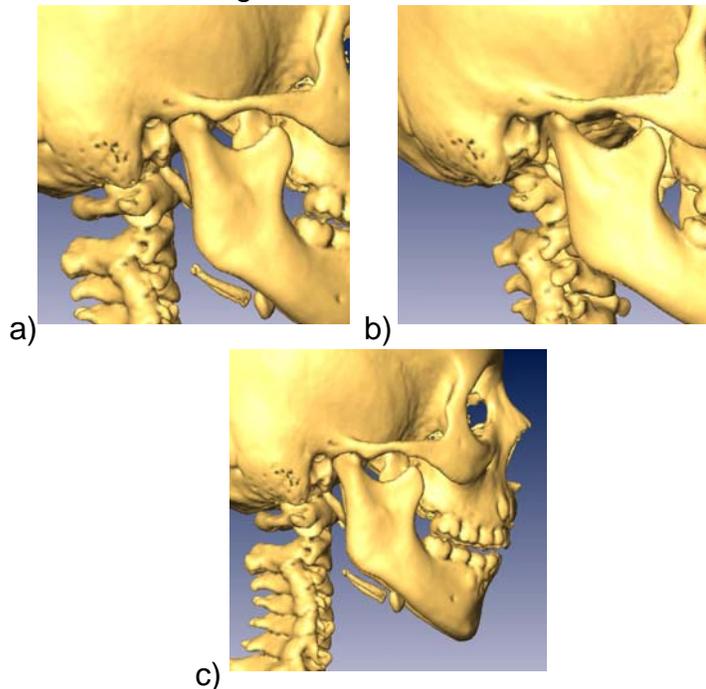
Reconstrucción tridimensional con la TAC de los tejidos óseos paciente de 11 años, zona de ATM. a) posición del cóndilo en la fosa glenoidea, b) visión de la ATM, C) reconstrucción lateral.³⁸
